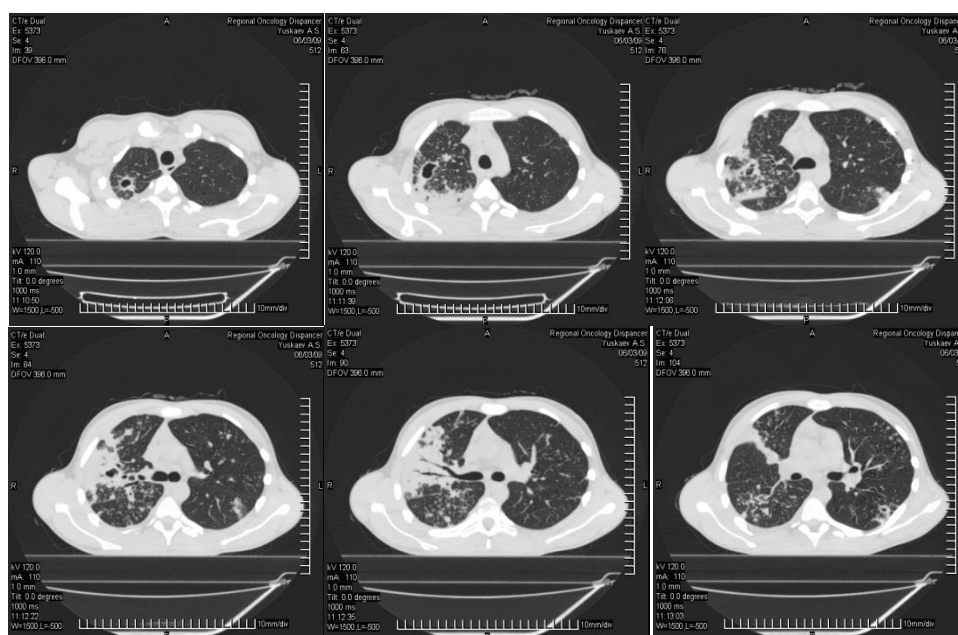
Компьютерные томограммы больного Ю. при поступлении. Инфильтрат с множественными распадами в верхней доле и S6 правого легкого. Мелкая деструкция в S6 левого легкого.
